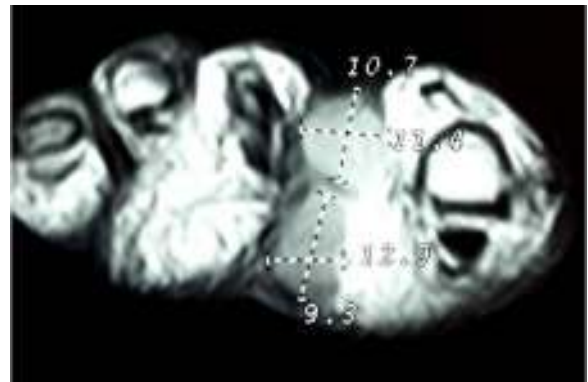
Imagen de RM potenciada en T1 donde se aprecia en el corte axial el aspecto bilobulado de la lesión con 2 lobulaciones, una dorsal y otra plantar, separadas por un septo e interconectadas.
